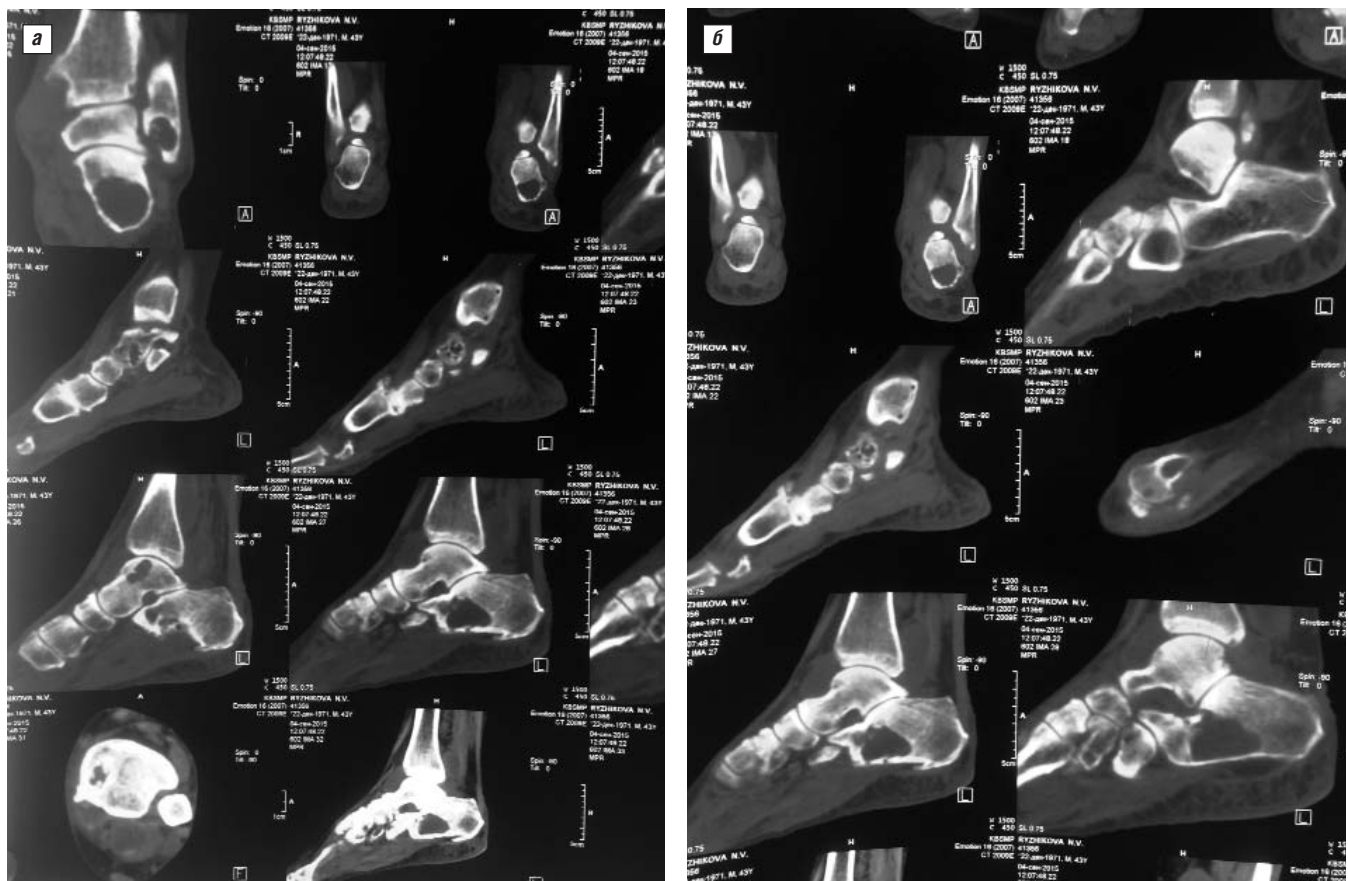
Костные кисты левой стопы пациентки Р. по данным компьютерной томографии
